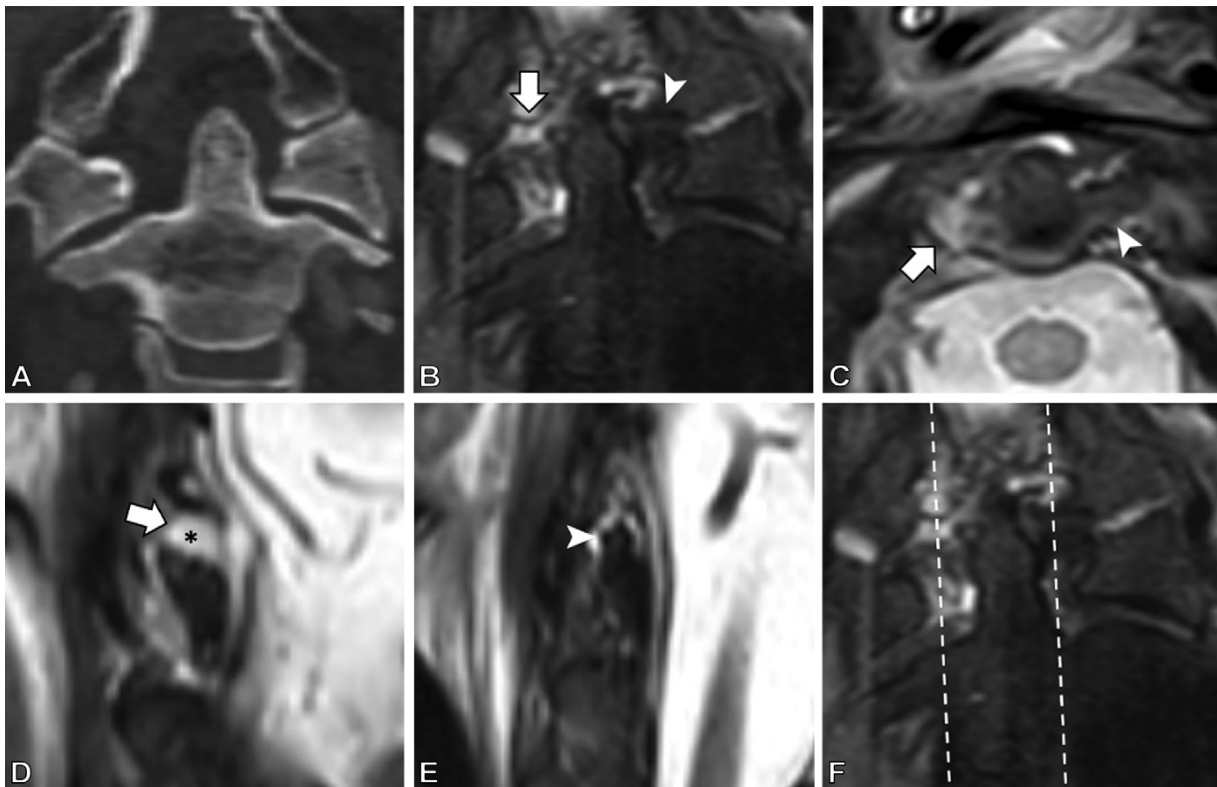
(A) Coronal noncontrast CT reconstruction in a 57-year-old man with complete rupture of the right alar ligament with lateral atlantodental interval asymmetry. (B–D) Coronal (B), transverse (C), and sagittal (D) noncontrast T2-weighted mDIXON turbo spin-echo MRI scans show rupture. Arrow indicates the ruptured right alar ligament; arrowhead in B and C shows the intact left alar ligament. Note the missing right alar ligament on sagittal plane (* in D). (E) Sagittal noncontrast T2-weighted mDIXON turbo spin-echo MRI scan on left side clearly shows the ligament (arrowhead). (F) Same image as in B. Dashed lines show position of the sagittal planes.
